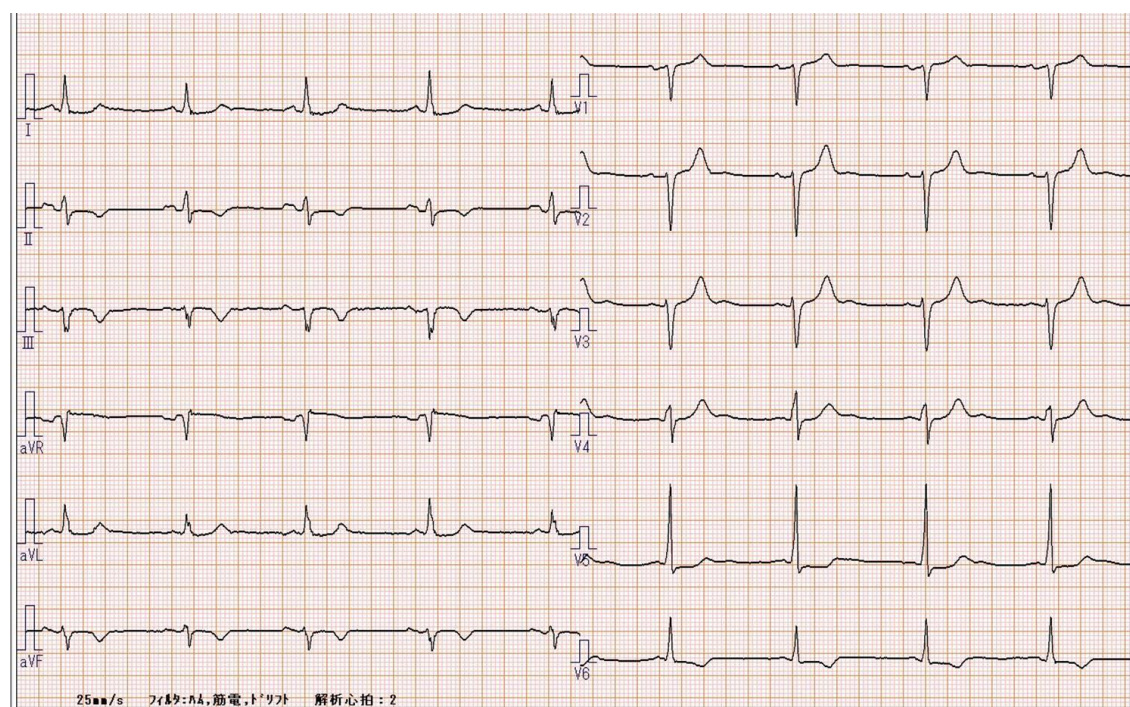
Case11の超音波検査日と同日の心電図.
